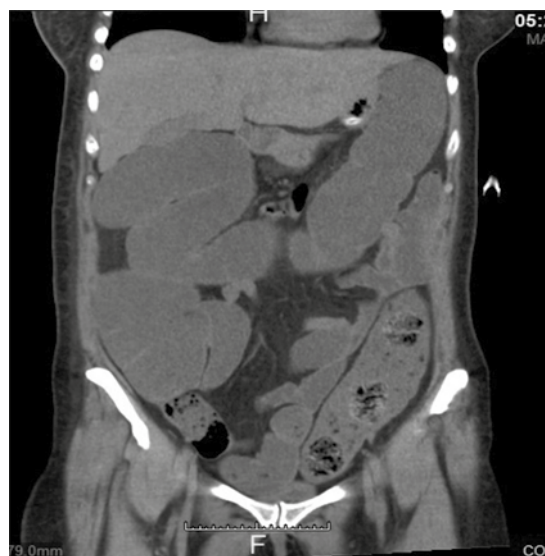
Tomografía axial computada de abdomen simple que muestra distensión de asas del intestino delgado y grueso, diámetro de 8.8 cm, con niveles hidroaéreos.
